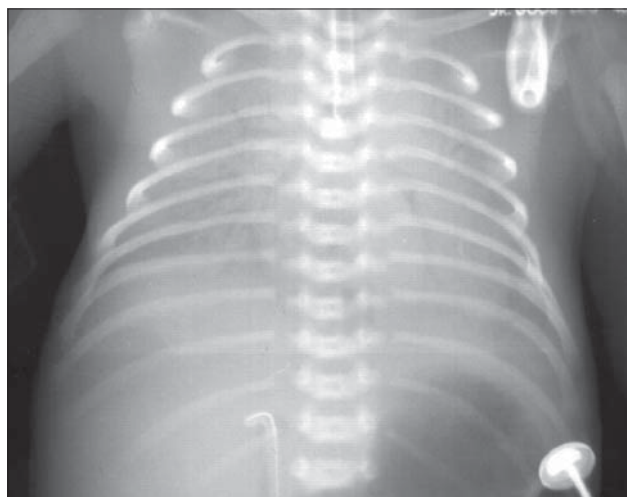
Boala membranelor hialine. Radiografie toracică AP. Opacifiere simetrică a ambilor plămâni cu bronhogramă aerică.
